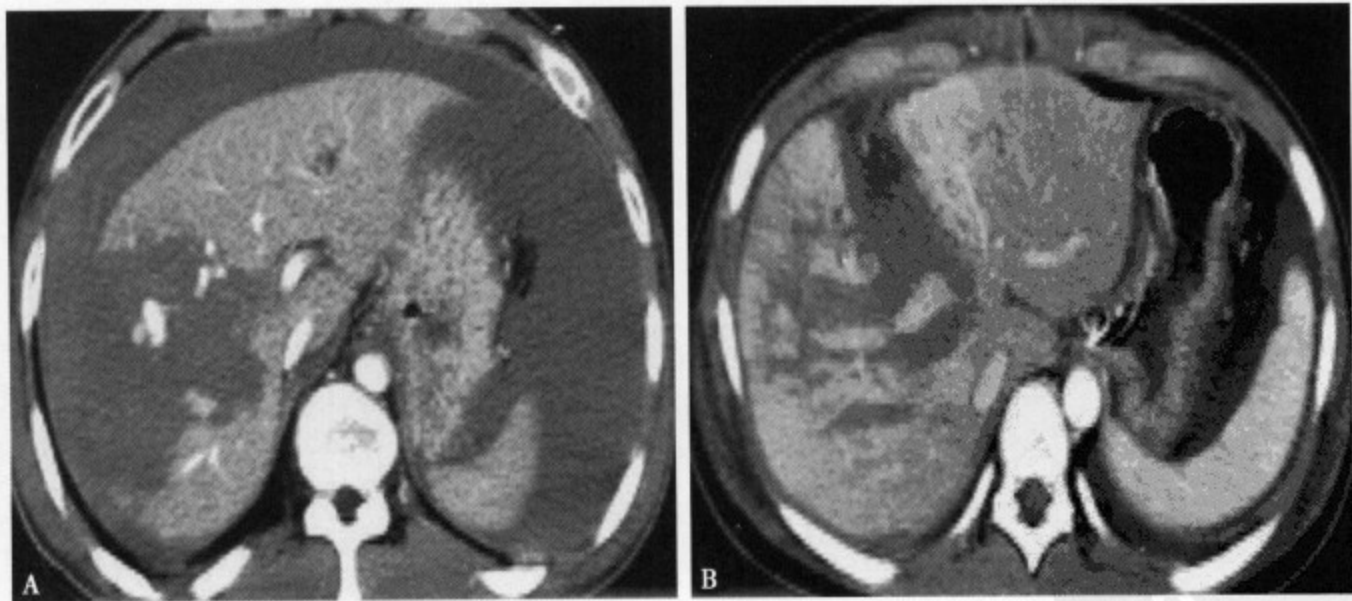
(A) IV 级肝损伤: 增强 CT 示肝右叶破裂, 实质内血肿伴活动性出血, 腹腔内大量积血; (B) IV 级肝损伤: 增强 CT 示肝右叶多发撕裂, 肝实质破裂占肝叶 50% 左右
